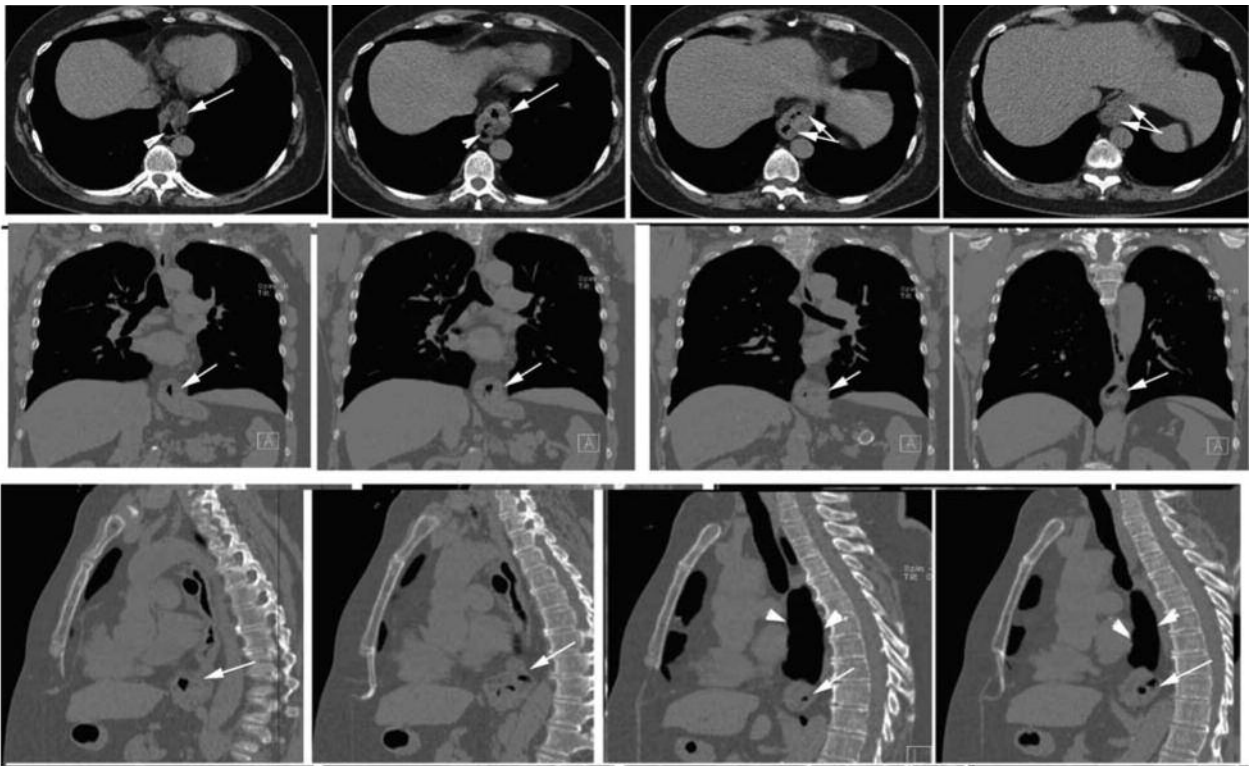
Ахалазія з грижею стравохідного розтвору діафрагми на КТ-зрізах. Чітко простежується виповнений повітрям різко розширений стравохід (головки стрілок – ахалазія) із розташованою допереду від нього грижею (стрілки), що містить дно і тіло шлунка
